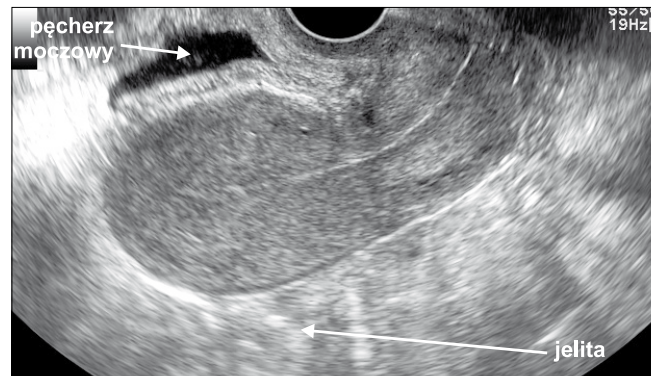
Obraz ultrasonograficzny macicy tyłozgiętej postmenopauzalnej z liniowym *endometrium*.
